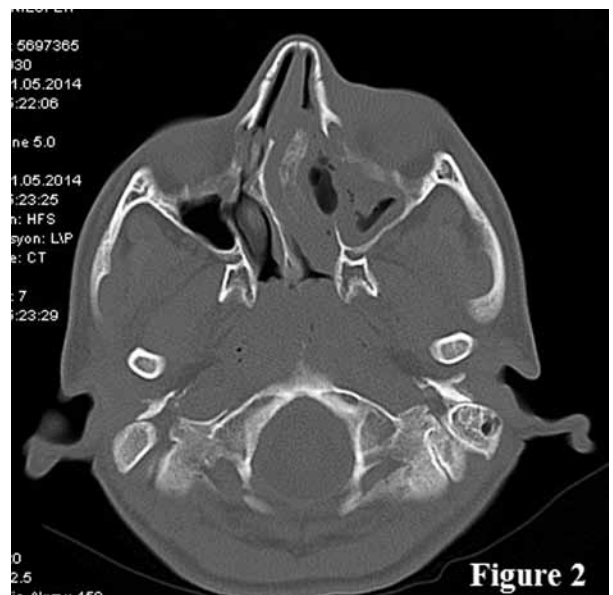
It can be observed that the left maxillary sinus obliteration and soft tissue swelling are partially decreased and internally air disappears completely in the medial side of the left orbital cavity on control CT examination.
